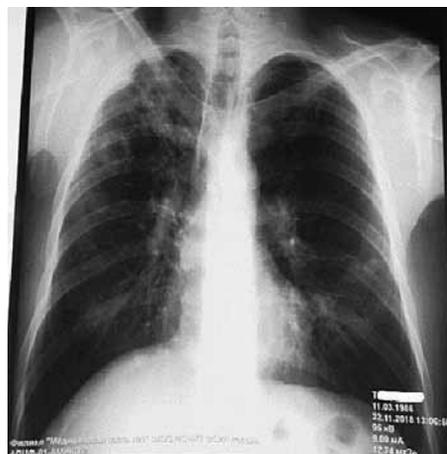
Больной Т., 1986 г.р., обзорная рентгенограмма при назначении IV режима химиотерапии с включением перхлозона, 22.11.2018 г.
